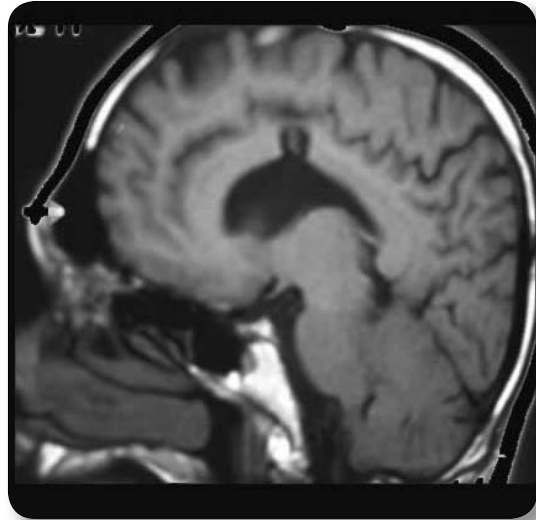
Corte sagital en la secuencia ponderada en T1 de la resonancia de control que muestra la topografía de una de las lesiones en el segmento anterior de la circunvolución del cíngulo.
